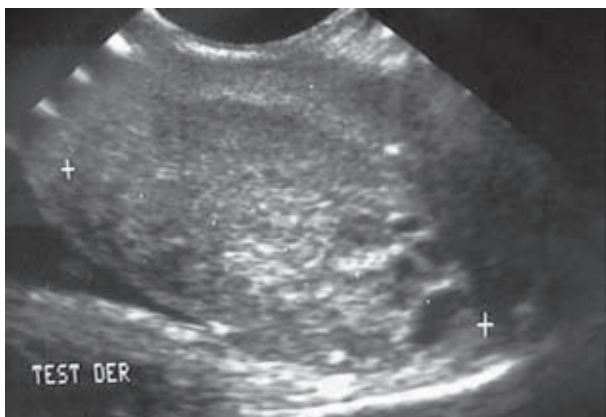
Placa de ultrasonido del testículo derecho del paciente.
